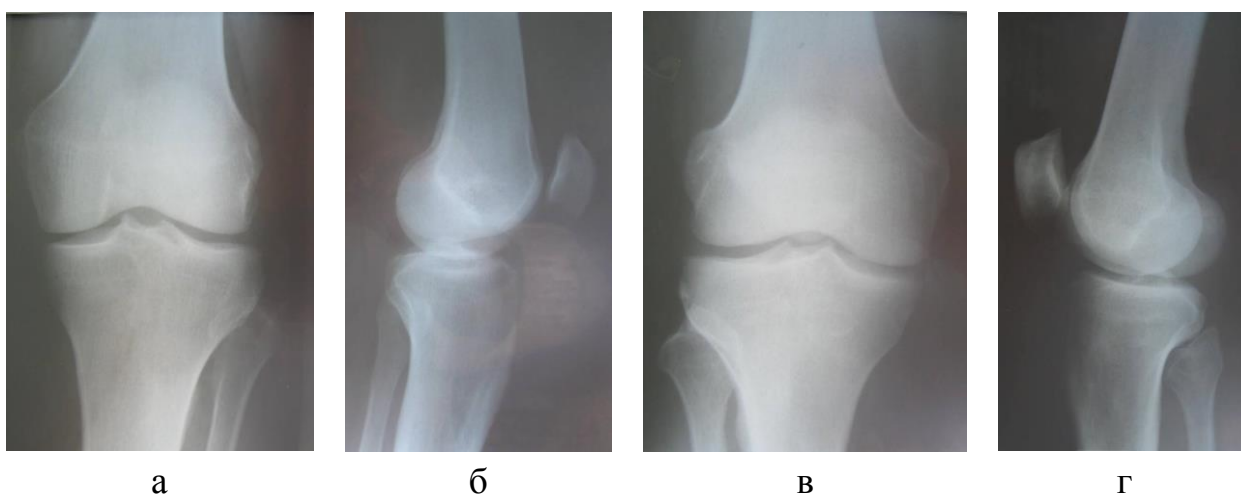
Примеры рентгенограмм коленных суставов в прямой и боковой проекции у больных основной (а, б) и контрольной (в, г) группы до операции
